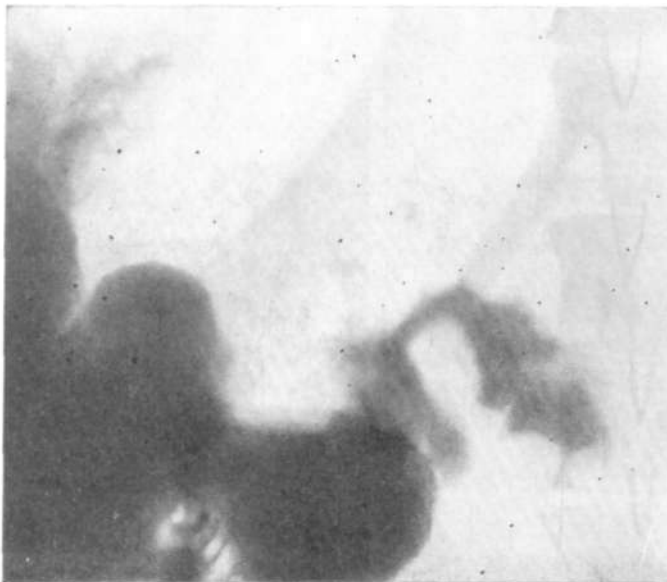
Обзорная рентгенограмма желудка и луковицы, выполненная в горизонтальном положении обследуемого на животе. Луковица двенадцатиперстной кишки деформирована по медиальному контуру, отмечается затекание бариевой взвеси за ее пределы — пенетрация.
